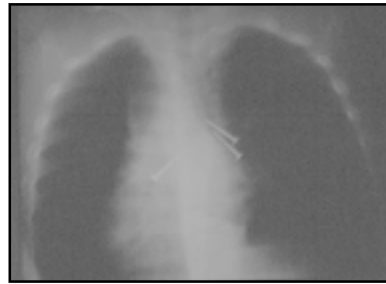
Caso clínico 2. CE bronquial bilateral. Radiografía de tórax ántero posterior.
